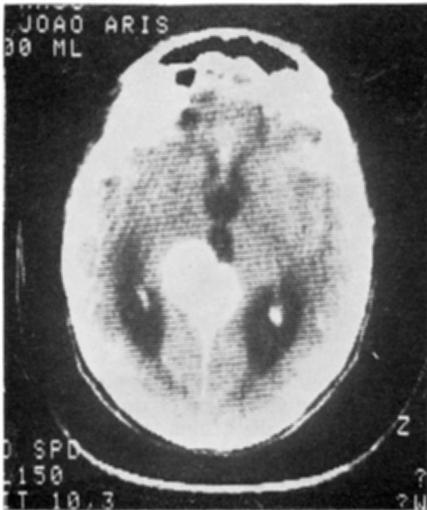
Caso 8 (VHF): meningioma. TC no pré-operatório.
